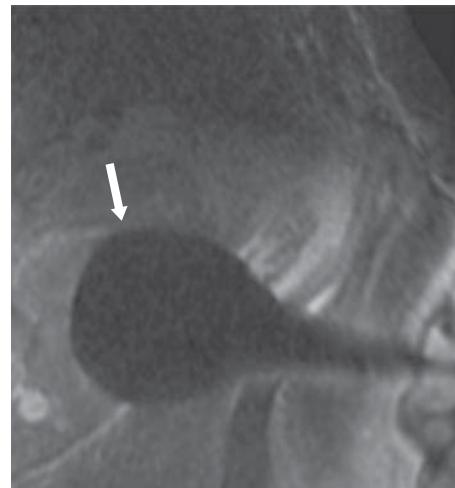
Crioablación guiada por RM. Imagen ponderada a T1 con supresión grasa; muestra una bola de hielo hipointensa de bordes bien definidos (flecha).
